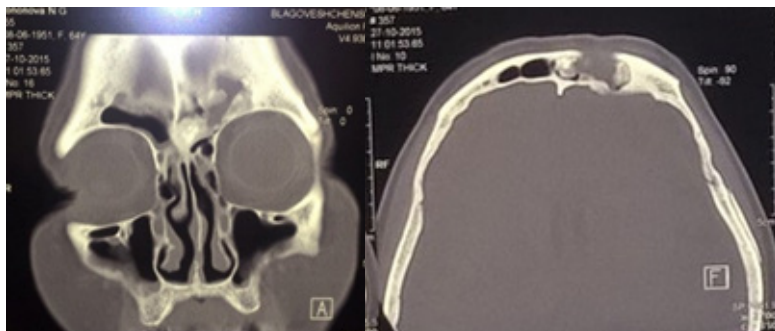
а – КТ черепа фронтальная проекция (многооскольчатый перелом лицевой стенки левой лобной пазухи со смещением, гемасинус); б – КТ черепа аксиальная проекция (перелом лицевой стенки левой лобной пазухи со смещением костных фрагментов, гемасинус).
